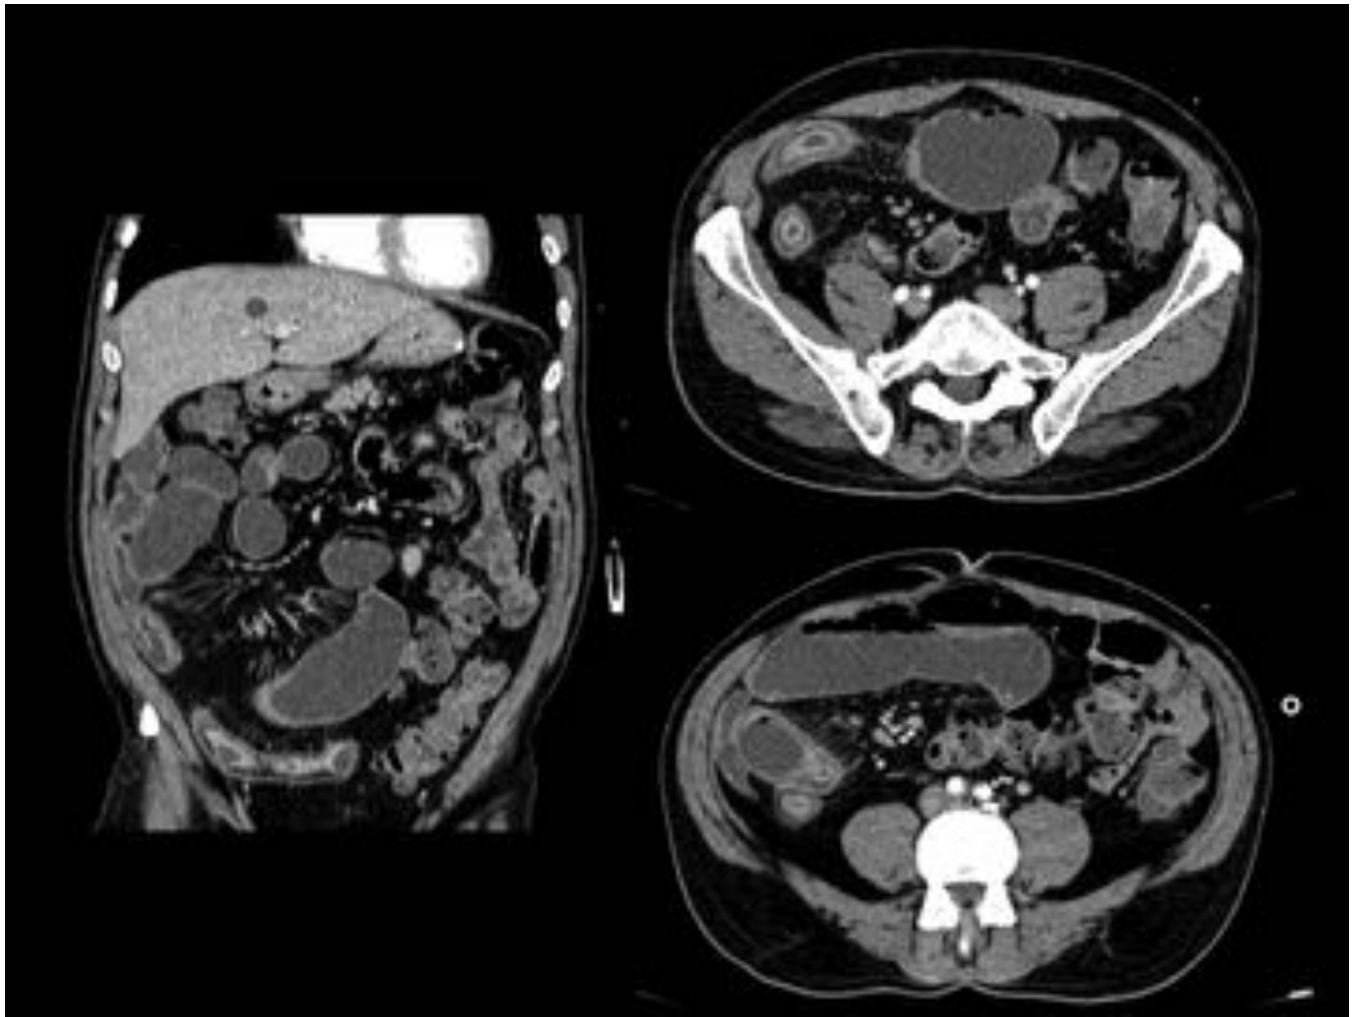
Imágenes coronales y axiales de TC abdominal con CIV en paciente que acude a la urgencia con rectorragias. Se muestra un engrosamiento de un segmento largo de ileon distal y terminal, hiperrealce mucoso; la submucosa muestra una baja atenuación sugestiva de infiltración grasa. Hipertrofia de la grasa mesentérica circundante con prominencia de los vasos rectos y adenopatías subcentimétricas numerosas. Los hallazgos fueron compatibles con enfermedad de Crohn. No se observó sangrado activo.
